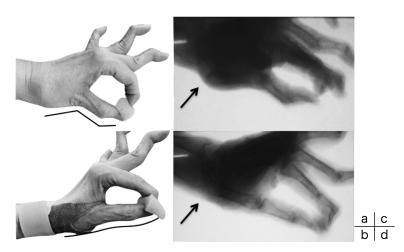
症例2のKTS未装着時と装着時の外観とX線透視下でのつまみ形態
